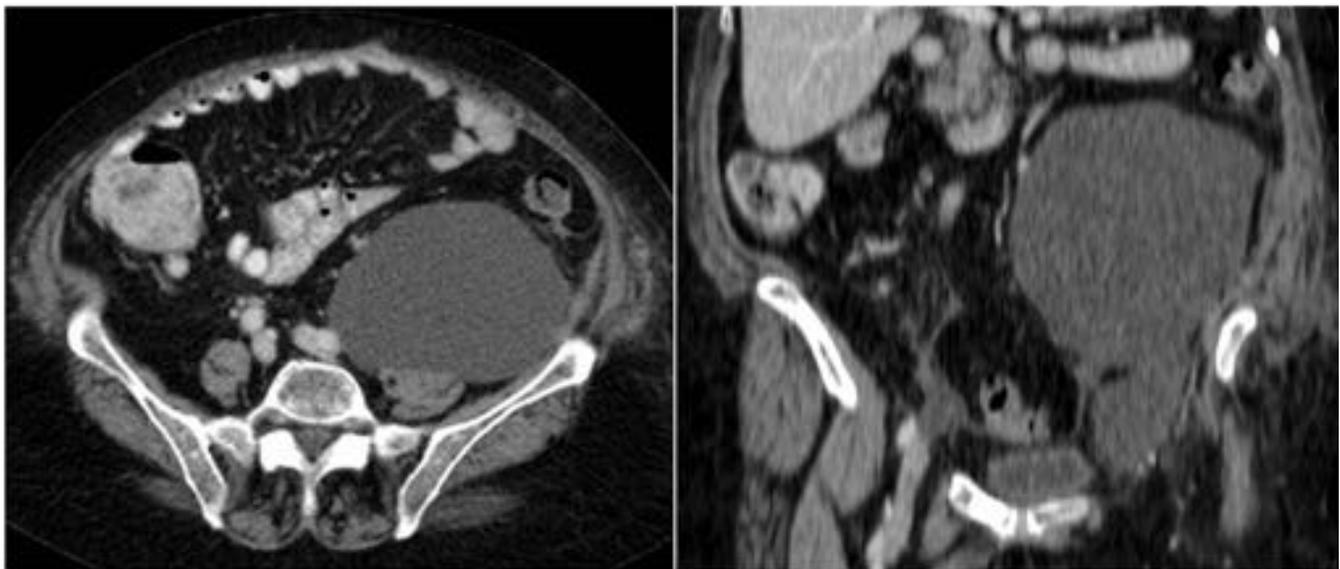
TC abdominal axial y reconstrucción coronal. Linfocele en paciente con histerectomía y linfadenectomía.
